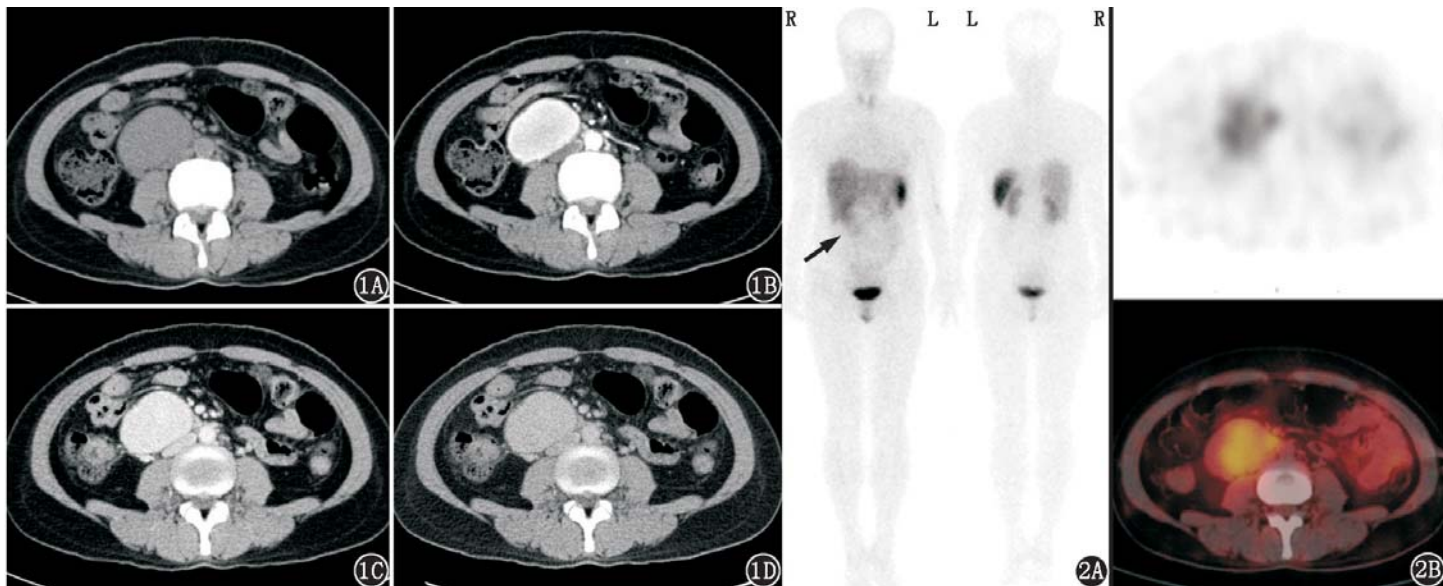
腹膜后占位患者(女,41岁)腹部CT图像。1A.腹部CT平扫见腹膜后肿物,边界清晰,密度均匀;1B~1D.增强扫描见肿物明显强化,动脉期、门脉期、延迟期强化程度均与腹主动脉相近 图2 同一患者<sup>99m</sup>Tc<sup>m</sup>-联胍尼克酰胺-酪氨酸<sup>3</sup>-奥曲肽(HYNIC-TOC)生长抑素受体显像图。2A.平面显像前位可见右肾下方摄取轻度增高区(箭头示);2B. SPECT/CT图像见右侧腹膜后占位摄取轻度增高
